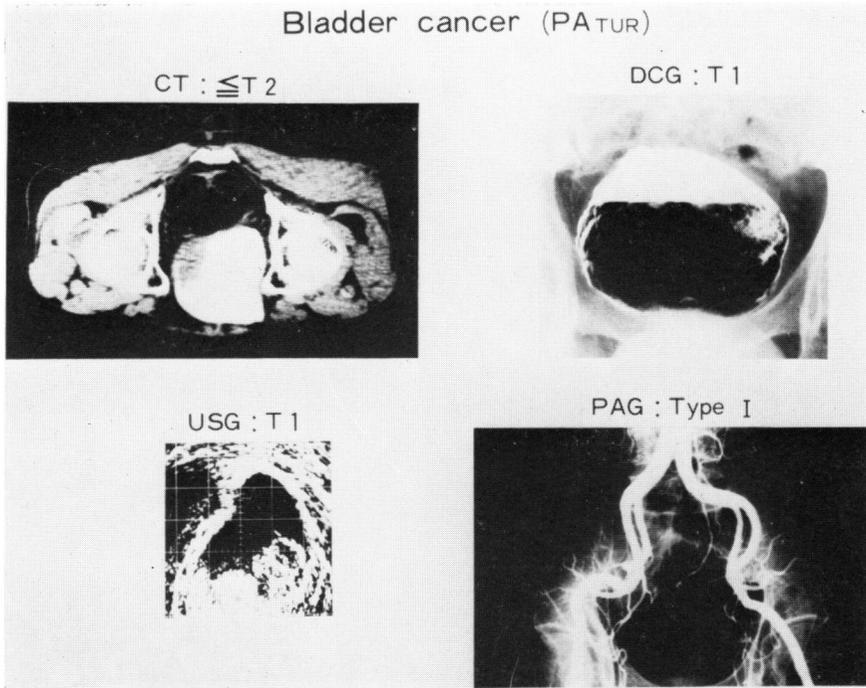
Low stage bladder cancer. No invasion to muscular layer is shown on transrecta ultrasonogram and double contrast cystogram.
